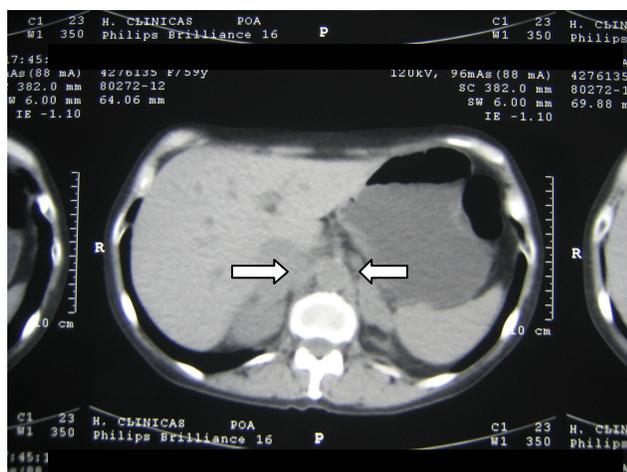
TC de abdômen com aumento bilateral de adrenais (setas).
